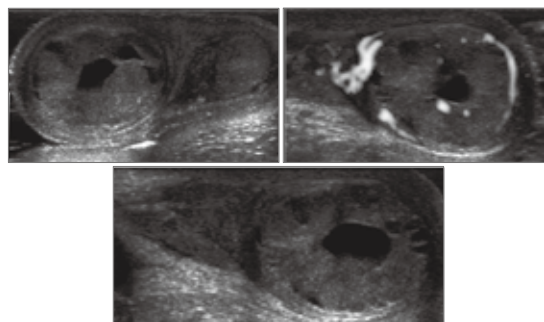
Ultrasonography of right testis
